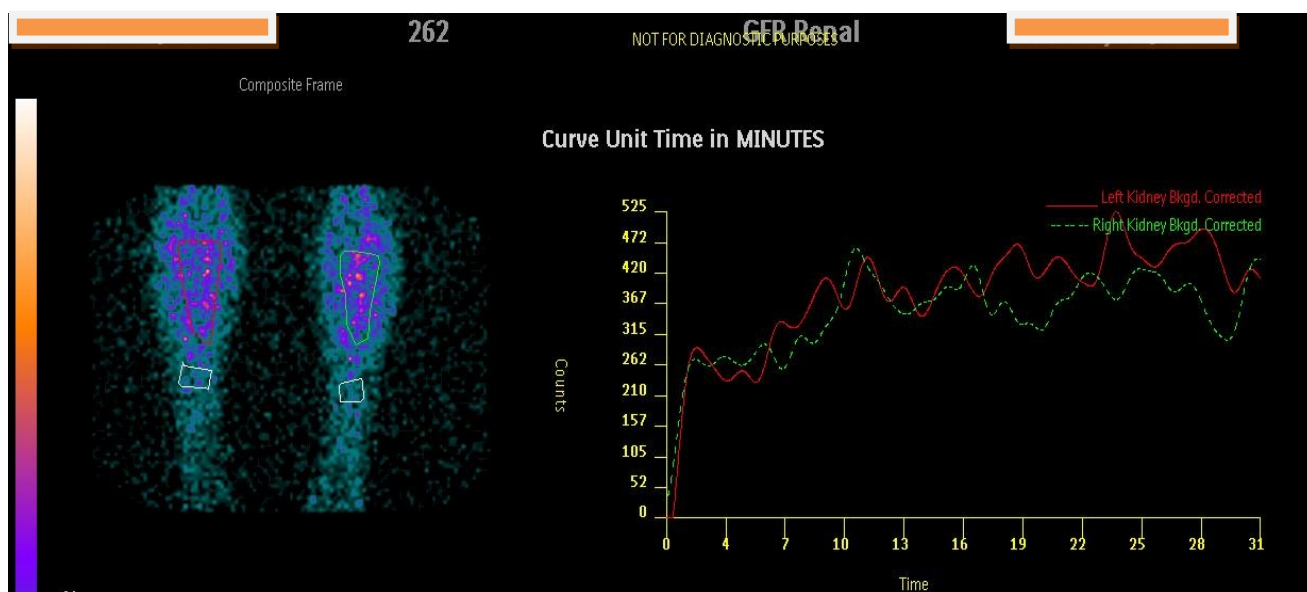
Результаты динамической ангиосцинтиграфии нижних конечностей у больного 1960 года рождения с клиническими признаками ЗАНК на фоне Сахарного диабета 2 типа, тяжёлое течение
